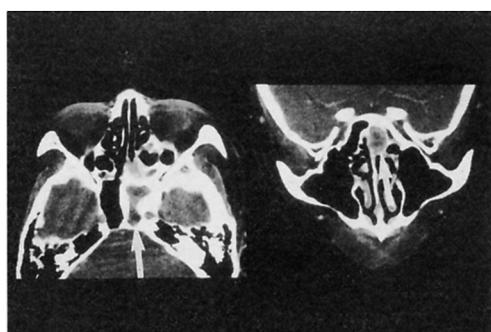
CT scan showing opacified sphenoid and posterior ethmoid sinuses. No bony destruction or calcification is seen.
